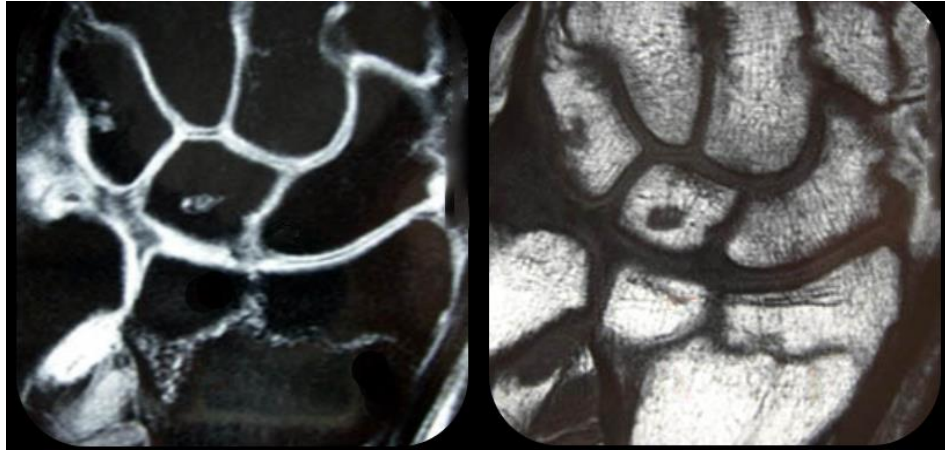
Fracture en "T" sagittal à l'IRM [65].*
